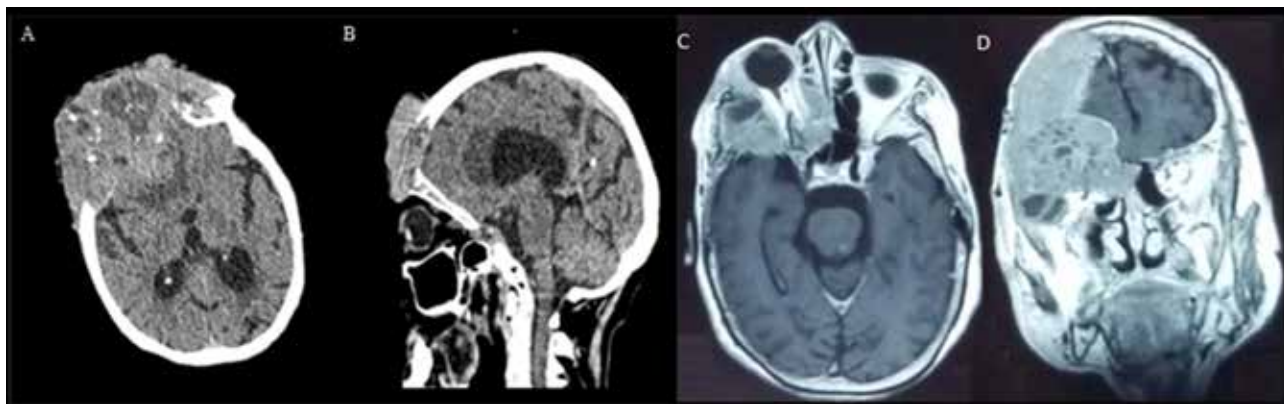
Carcinoma de células escamosas. Tomografía cerebral simple: A) corte axial; B) corte sagital. Resonancia magnética contrastada: C) corte axial; D) corte coronal. Se observa lesión heterogénea en los niveles extra e intracraneal con invasión de tejidos blandos y huesos del cráneo.
